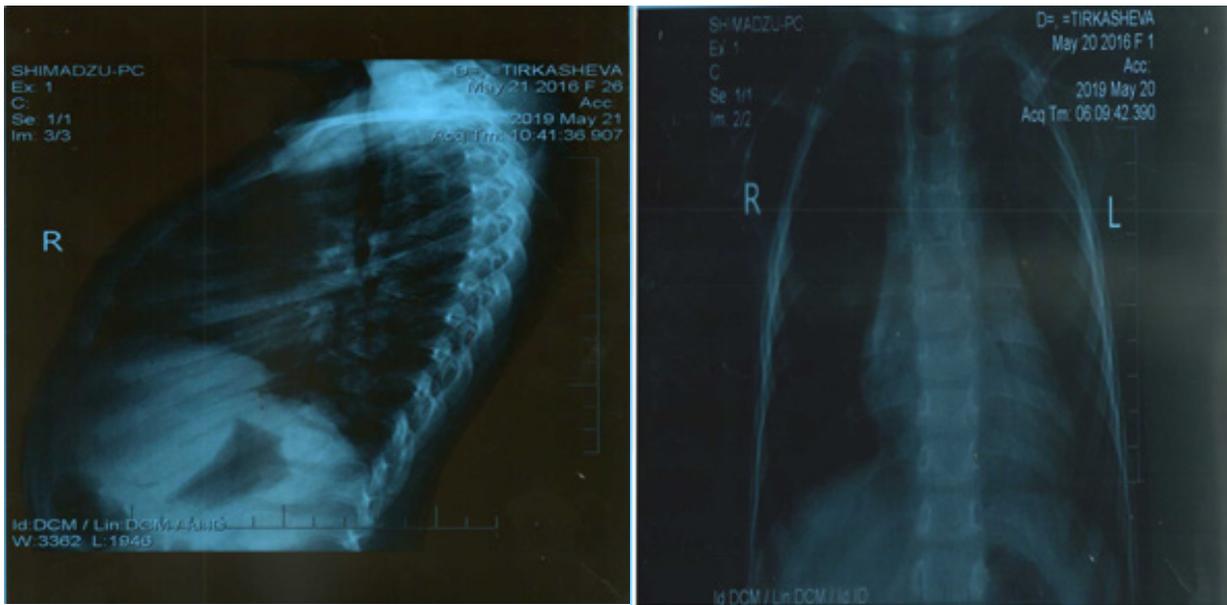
Рентгенограмма больной.
